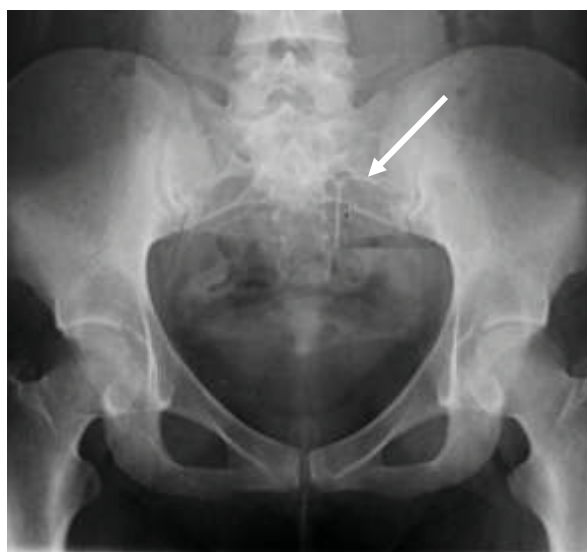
Обзорная рентгенография таза. Отмечается дислокация ВМС по левому краю матки
